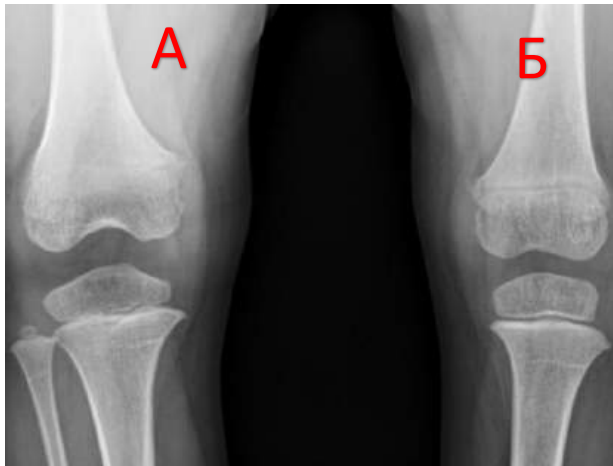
Фотовідбитки рентгенограм КС пацієнта Л. (Додаток Ж №41, історія хвороби №96127), 4 роки: а) стабільний КС; б) нестабільний КС за ВВРНК
